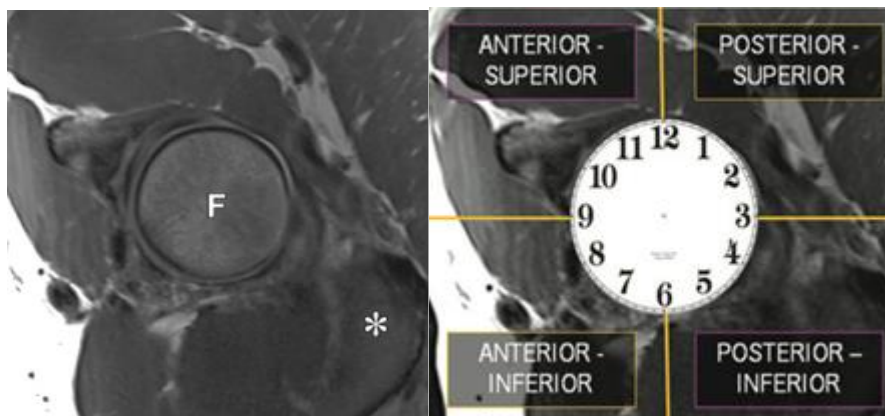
Imagem de Ressonância Magnética representativa da articulação coxofemoral no plano sagital. A – Cabeça do fêmur (F) no centro da imagem e a tuberosidade isquiática (*) na região pósterio-inferior. B – Sobreposição do relógio sobre a cabeça femural e com linhas traçadas a amarelo para divisão em quadrantes. Fonte: Petchaprapa CN, 2013 ⁽⁵⁰⁾.
